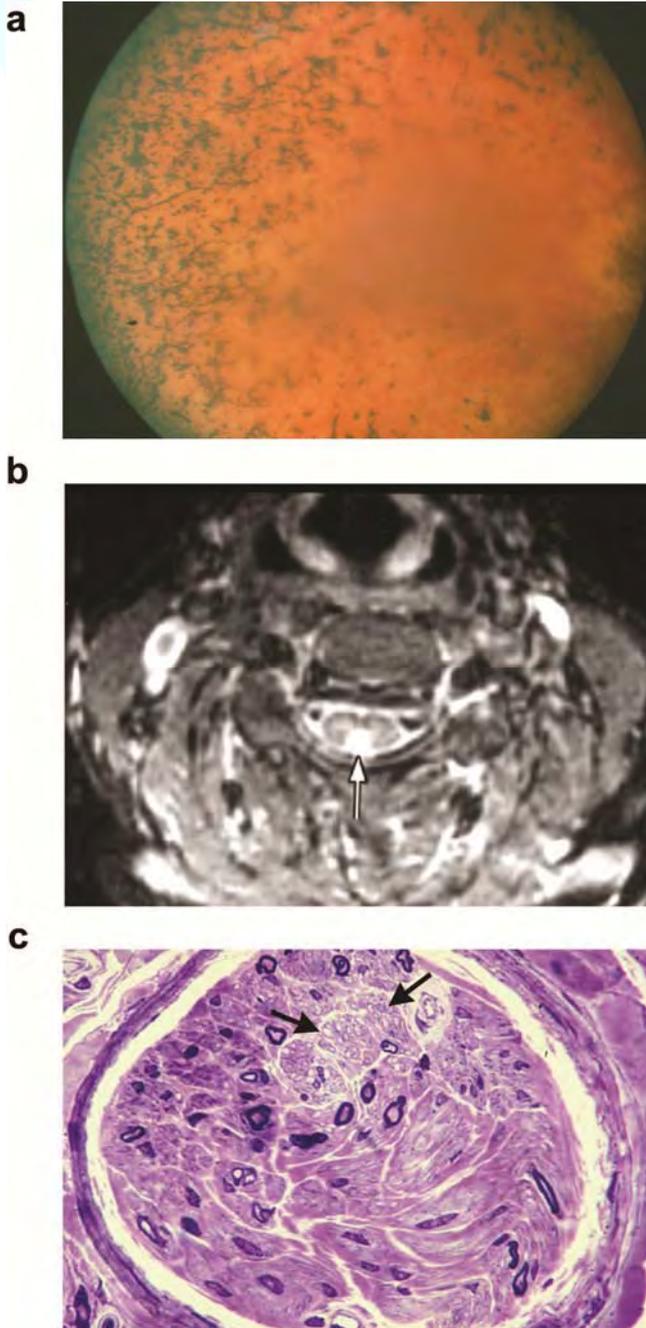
Figura ilustrativa de la semiología en la Ataxia cordonal posterior con retinitis pigmentosa (OMIM 609033. POSTERIOR COLUMN ATAXIA WITH RETINITIS PIGMENTOSA; AXPC1), causada por mutaciones puntiformes en el gen FLVCR1. (A) Esta fotografía del fondo de ojo demuestra la degeneración pigmentaria de la retina. (B) Imagen RM axial de la médula espinal cervical ponderada en T2, donde se observa una hiperseñal de los cordones posteriores (flecha) indicativa de la degeneración del axón sensitivo central. (C) Sección semifina del nervio sural con acusada pérdida de fibras mielínicas, y relativa preservación de axones amielínicos (las flechas señalan un racimo intacto de tales axones). Tomado de Rajadhyaksha et al, AJHG 2010; 87: 643-54.
